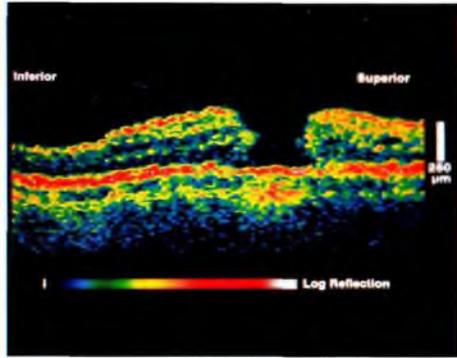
Идиопатическое макулярное отверстие. Оптическая когерентная томография выявляет сквозной дефект в сетчатке (*New England Eye Center*).
